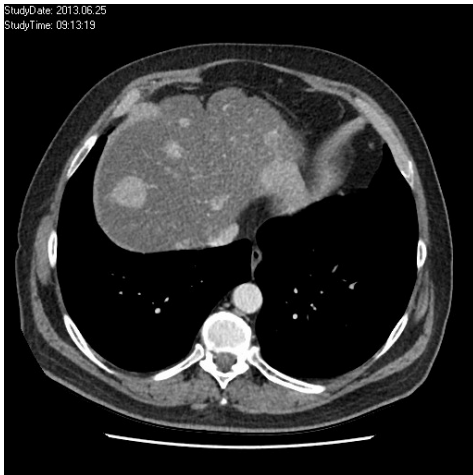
Beispielbild einer kontrastmittelgestützten Computertomographie: Mehrere kontrastmittelaufnehmende, fokale parenchymersetzende Läsionen in der Leber. Die beschriebenen Läsionen erscheinen in der radiologischen Darstellung hyperdens.
